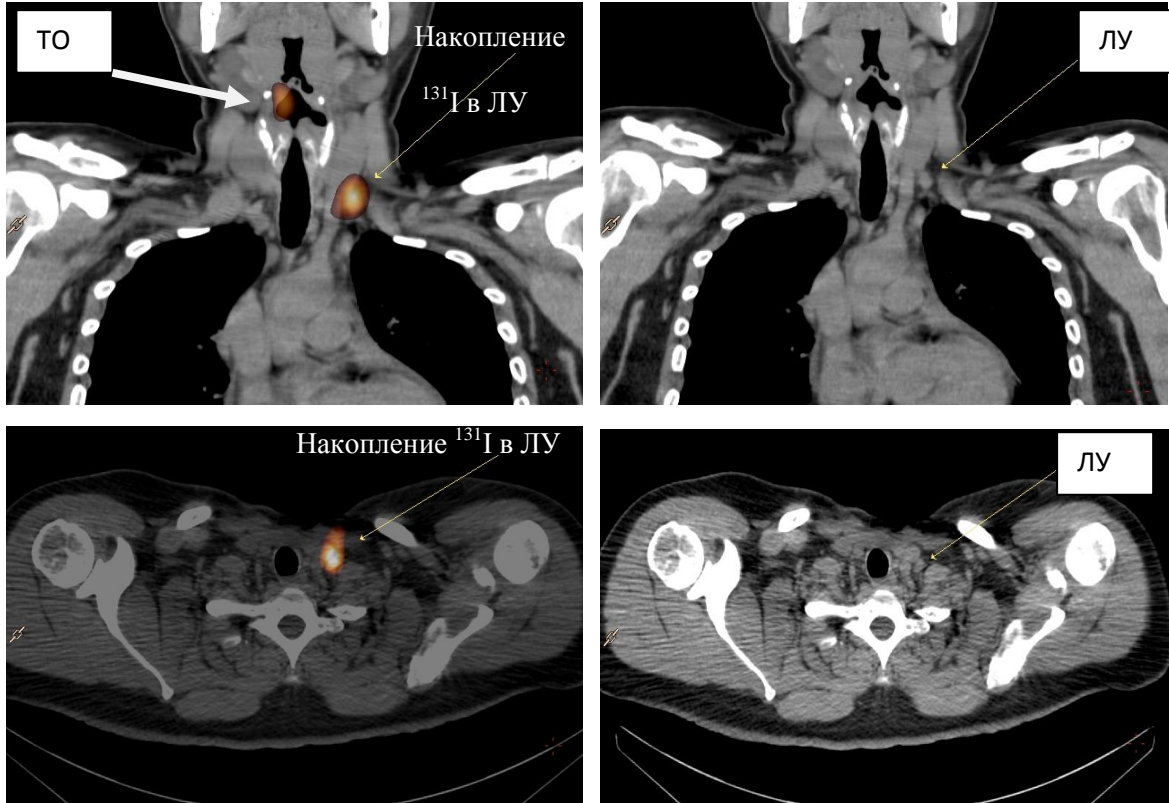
Изображения ОФЭКТ-КТ. Очаги накопления в проекции ТО, верхне-яремного и левого нижне-яремного лимфатических узлов (отмечены стрелками)
